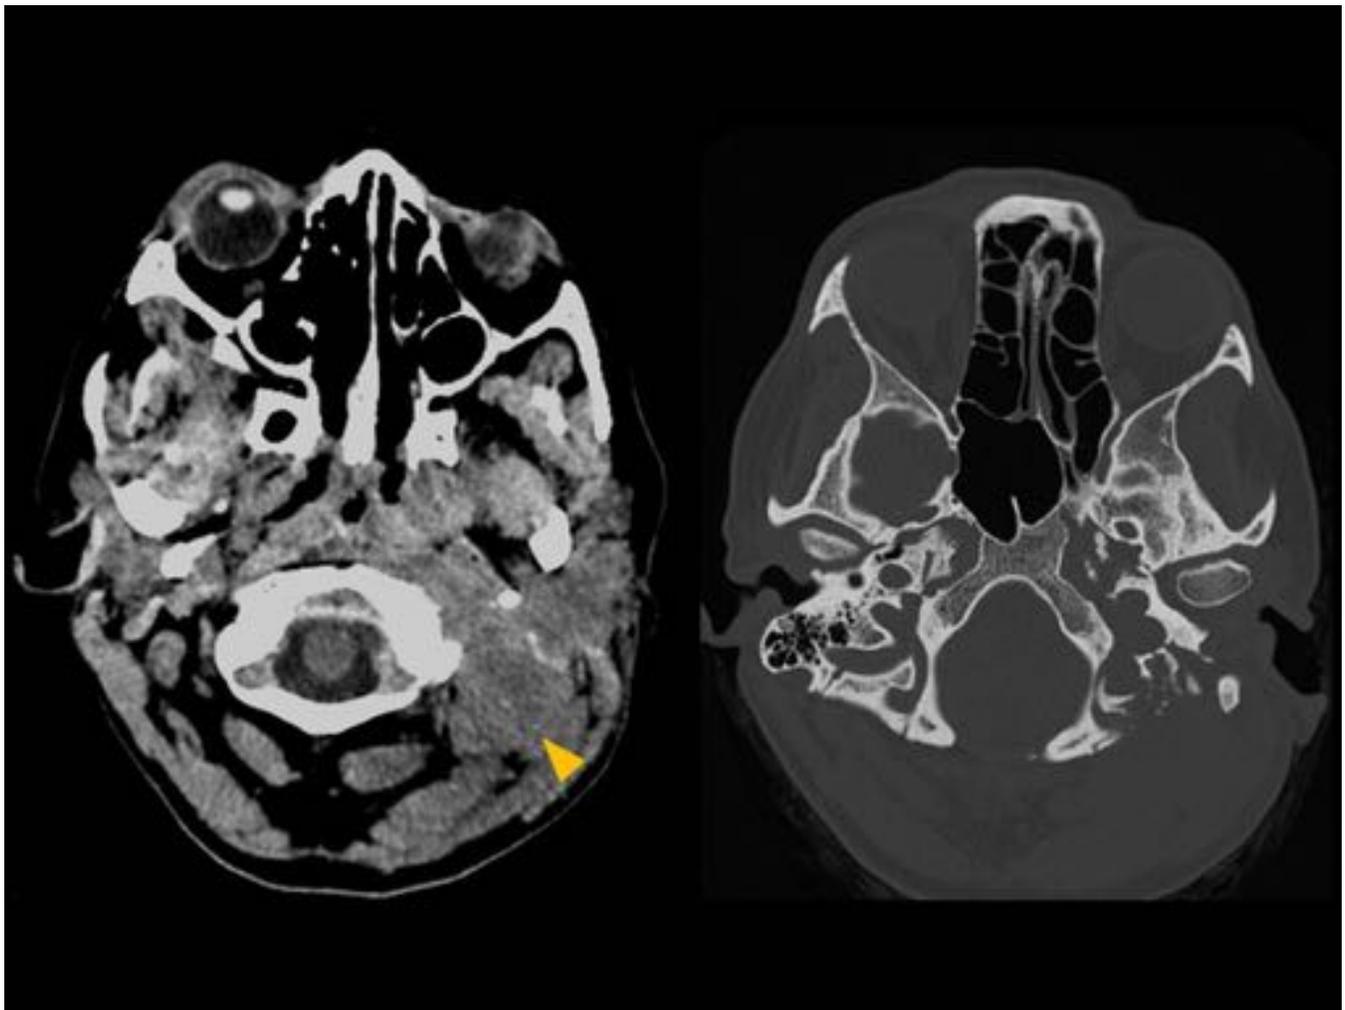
Paciente con sospecha de mastoiditis. Un TC craneal con contraste demuestra una masa de partes blandas en el triángulo cervical posterior izquierdo (punta de flecha) con ocupación del oído medio y de las celdillas mastoideas izquierdas. Con la ventana ósea es evidente la erosión del hueso occipital y de la masa lateral del atlas asociadas.
